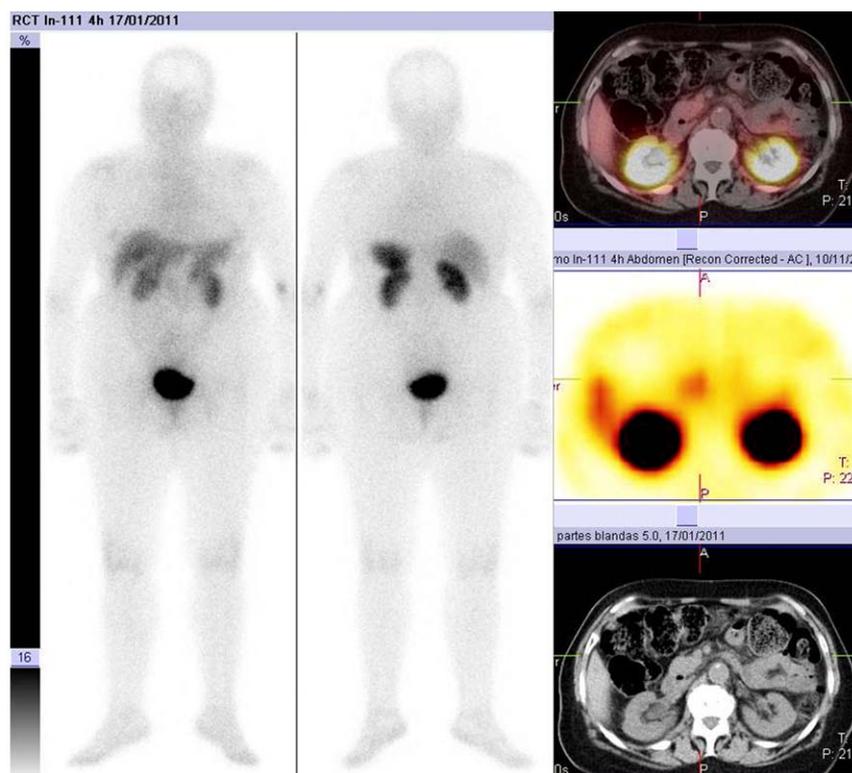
Paciente con sospecha de tumor neuroendocrino por cuadro de sofocos y sudoración. La gammagrafía convencional muestra un foco hipercaptador de leve intensidad en la región abdominal superior que se clasifica como foco indeterminado. Este foco corresponde en el SPECT/CT con el proceso uncinado del páncreas (foco 185).
